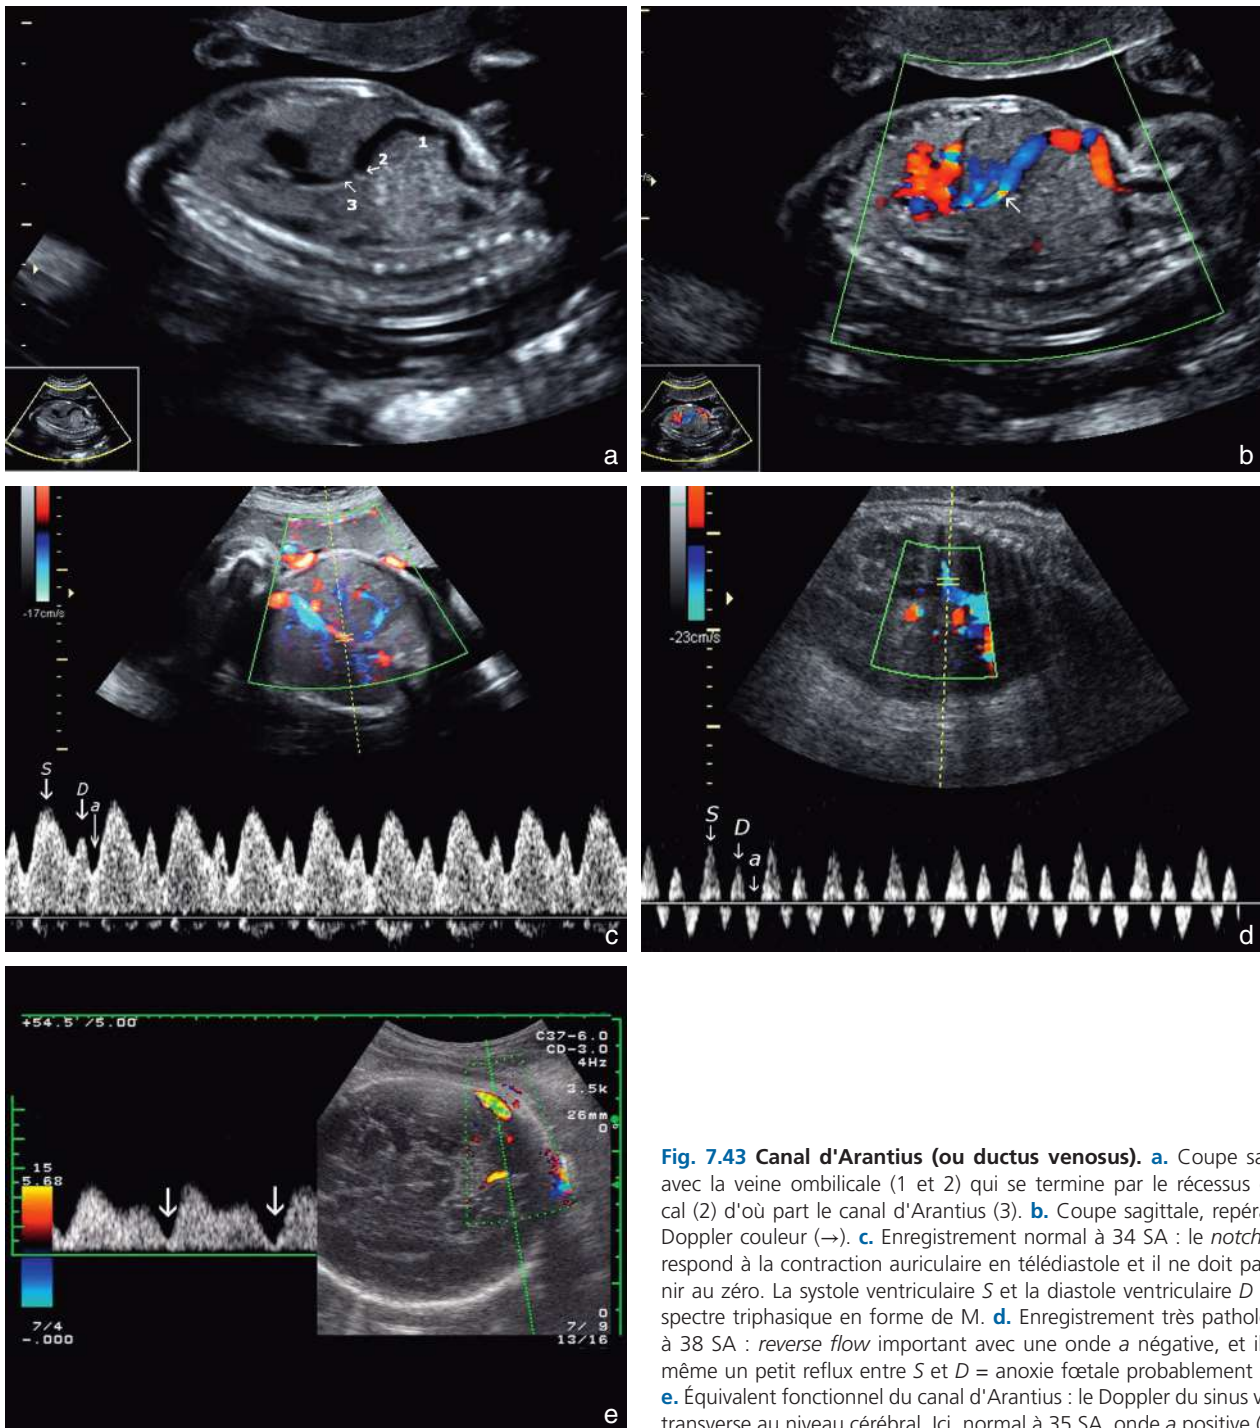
Canal d'Arantius (ou ductus venosus). a. Coupe sagittale avec la veine ombilicale (1 et 2) qui se termine par le récessus ombilical (2) d'où part le canal d'Arantius (3). b. Coupe sagittale, repérage en Doppler couleur (→). c. Enregistrement normal à 34 SA : le *notch a* correspond à la contraction auriculaire en télédiastole et il ne doit pas revenir au zéro. La systole ventriculaire *S* et la diastole ventriculaire *D* ont un spectre triphasique en forme de M. d. Enregistrement très pathologique à 38 SA : *reverse flow* important avec une onde *a* négative, et il existe même un petit reflux entre *S* et *D* = anoxie fœtale probablement sévère. e. Équivalent fonctionnel du canal d'Arantius : le Doppler du sinus veineux transverse au niveau cérébral. Ici, normal à 35 SA, onde *a* positive (→).
